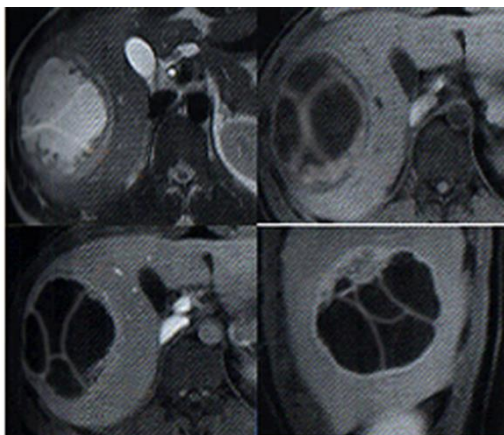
КТ. Множественный рецидивный эхинококкоз печени
